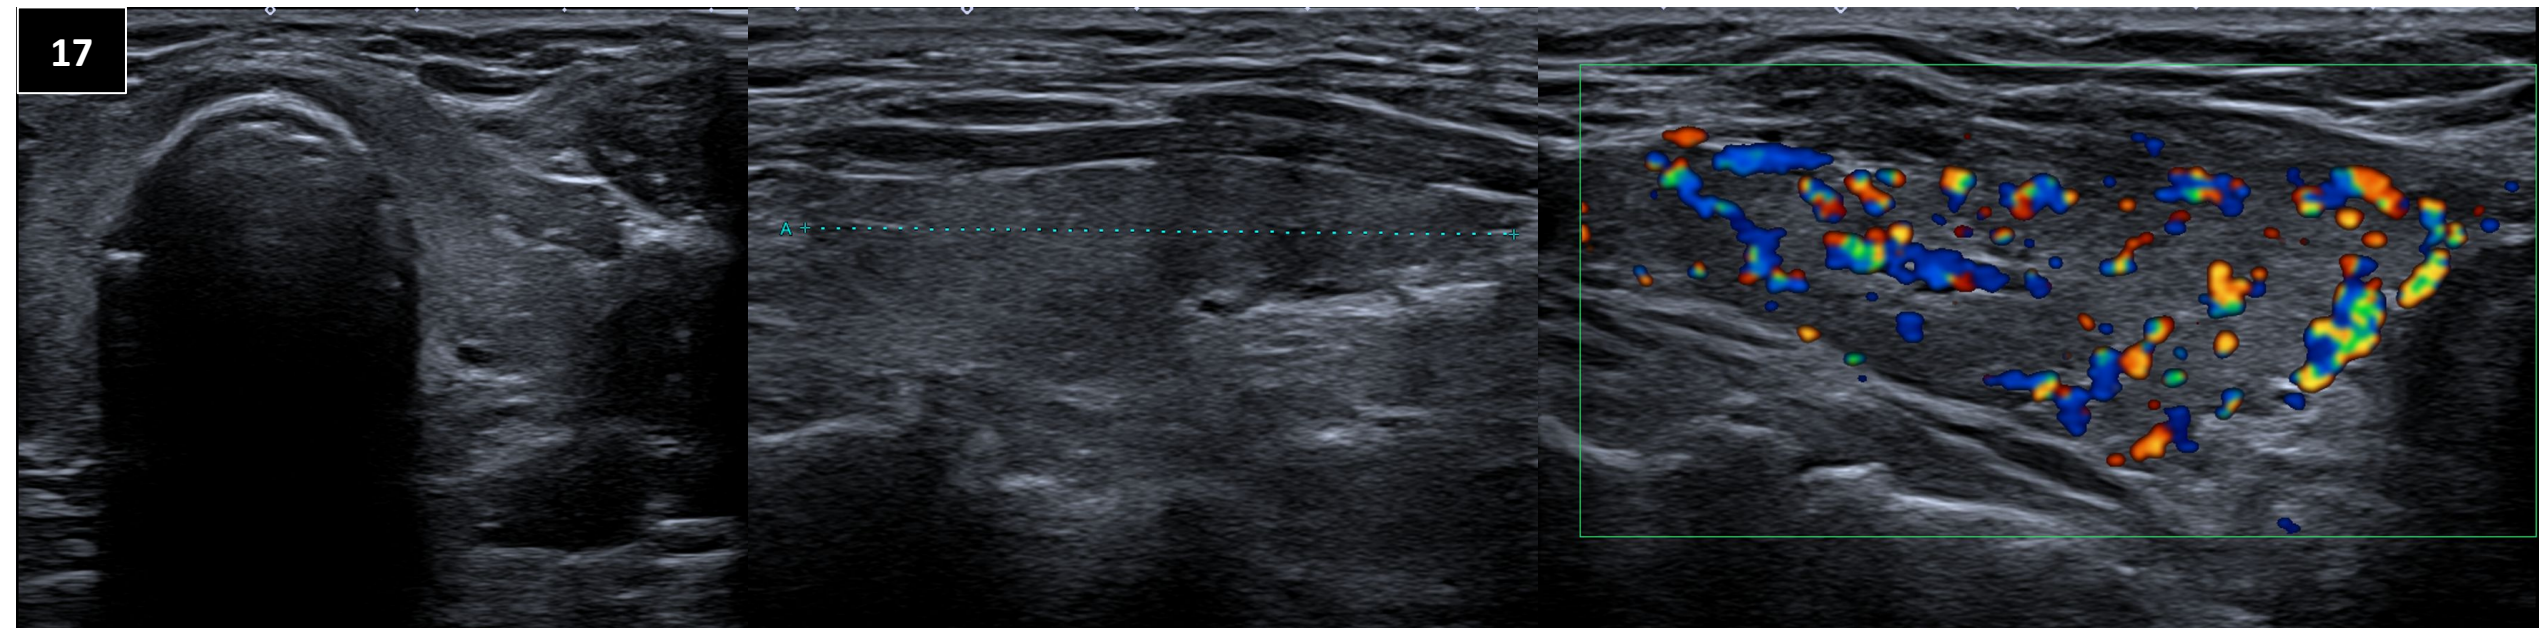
Tiroiditis por amiodarona tipo I. Paciente con enf. de Graves previa en tratamiento con amiodarona. Al estudio Doppler observamos hipervascularización difusa.
